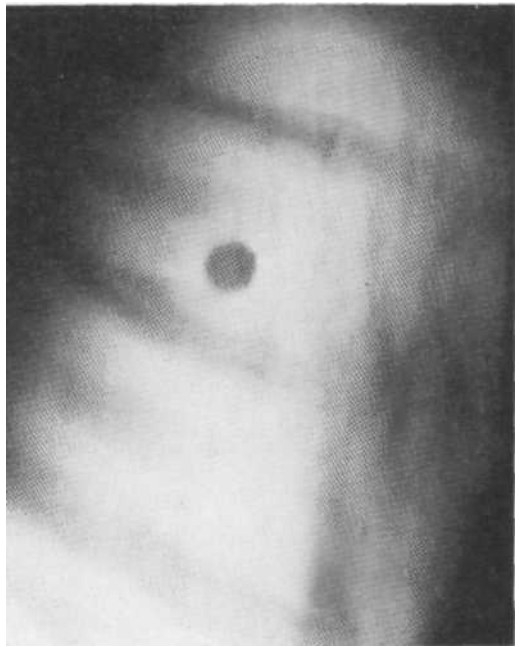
Томограмма в прямой проекции. Гемартохондрома диаметром до 1 см без обызвествления. Контуры патологического образования резкие, легочный фон не изменен. Операция.
